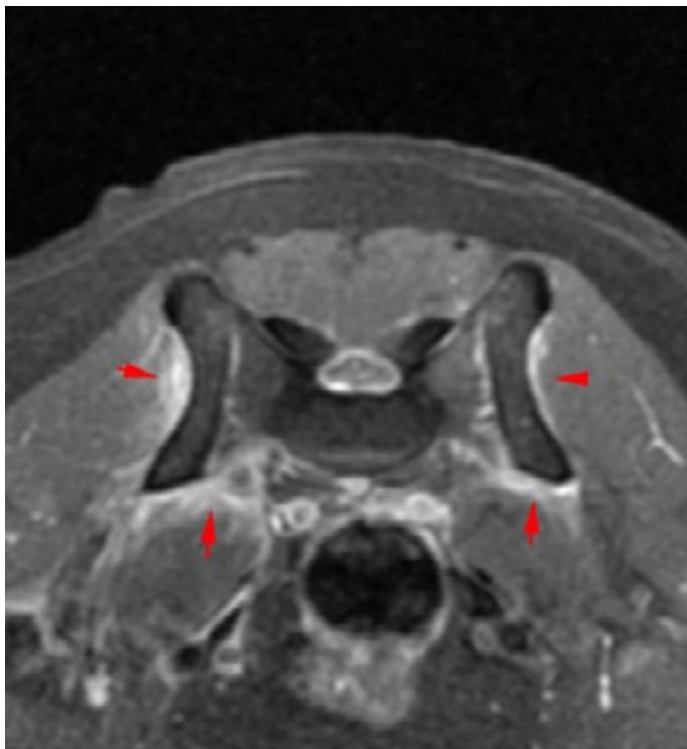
MRT av bäckenområdet som visar kontrastupptag på grund av myosit i omgivande muskulatur.
